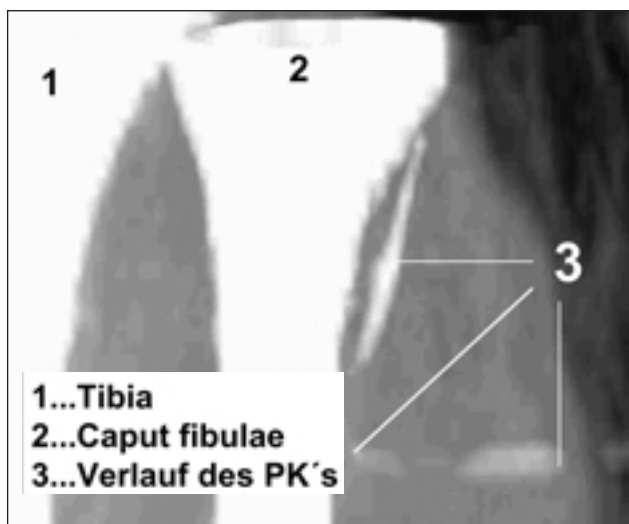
3-D-Rekonstruktion eines PK nach computertomographischer Untersuchung: Katheterspitze projiziert sich im Bereich des Caput fibulae.
